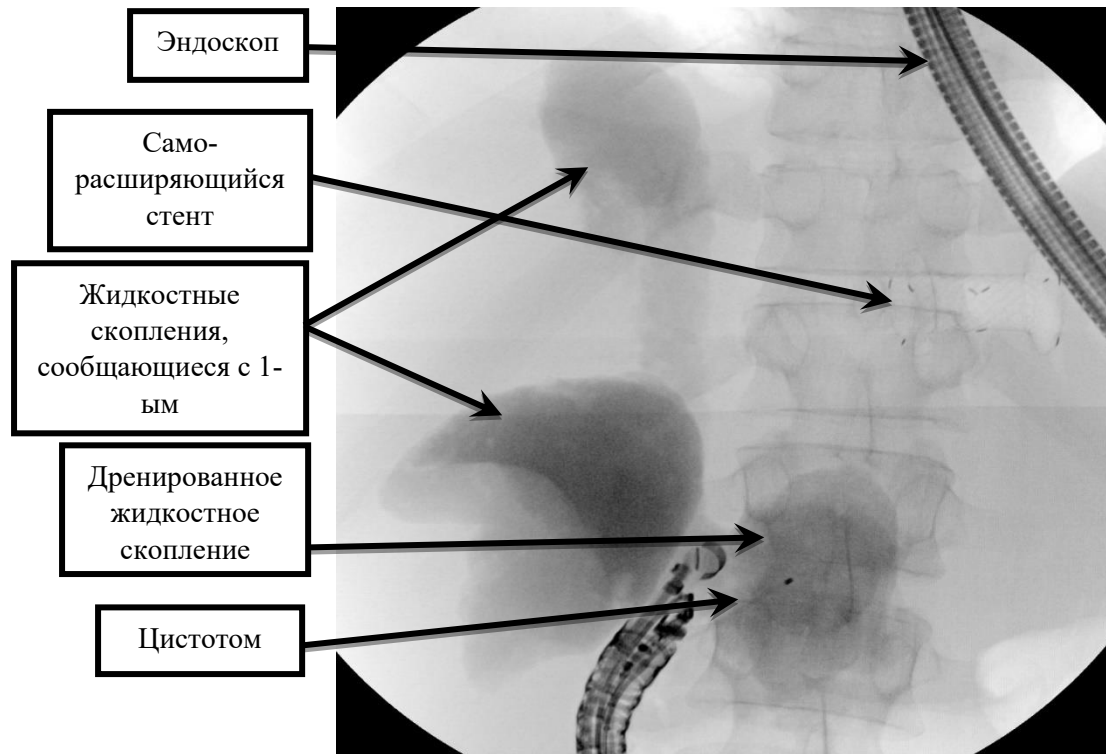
Рентгенограмма. Псевдокиста в проекции головки ПЖ, сообщающаяся с двумя ограниченными жидкостными скоплениями в брюшной полости
